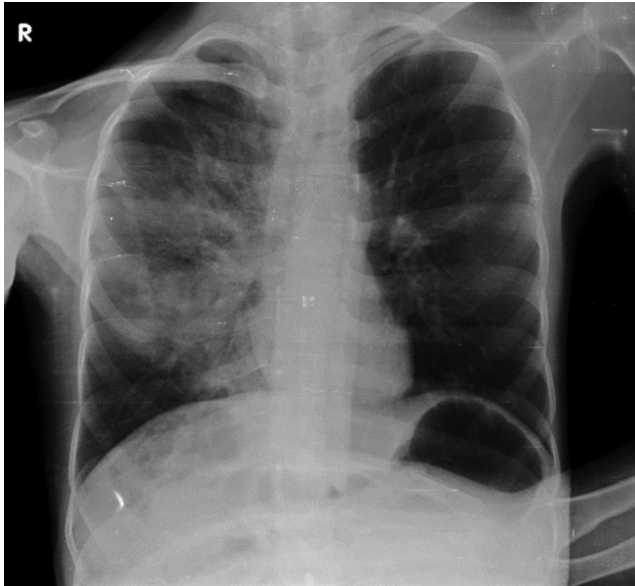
Chest X-Ray of the patient at initial examination showing infiltrates in the right lung
